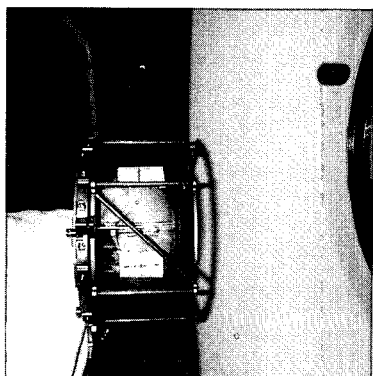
set-up of geometrical phantom for CT scan
